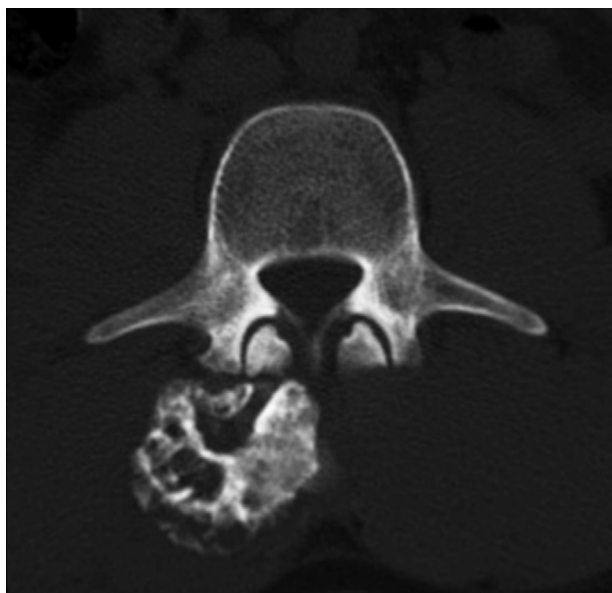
Corte axial de tomografía computada a nivel de cuerpo vertebral de L3. Se observa osteocondroma en la región posterior derecha.
